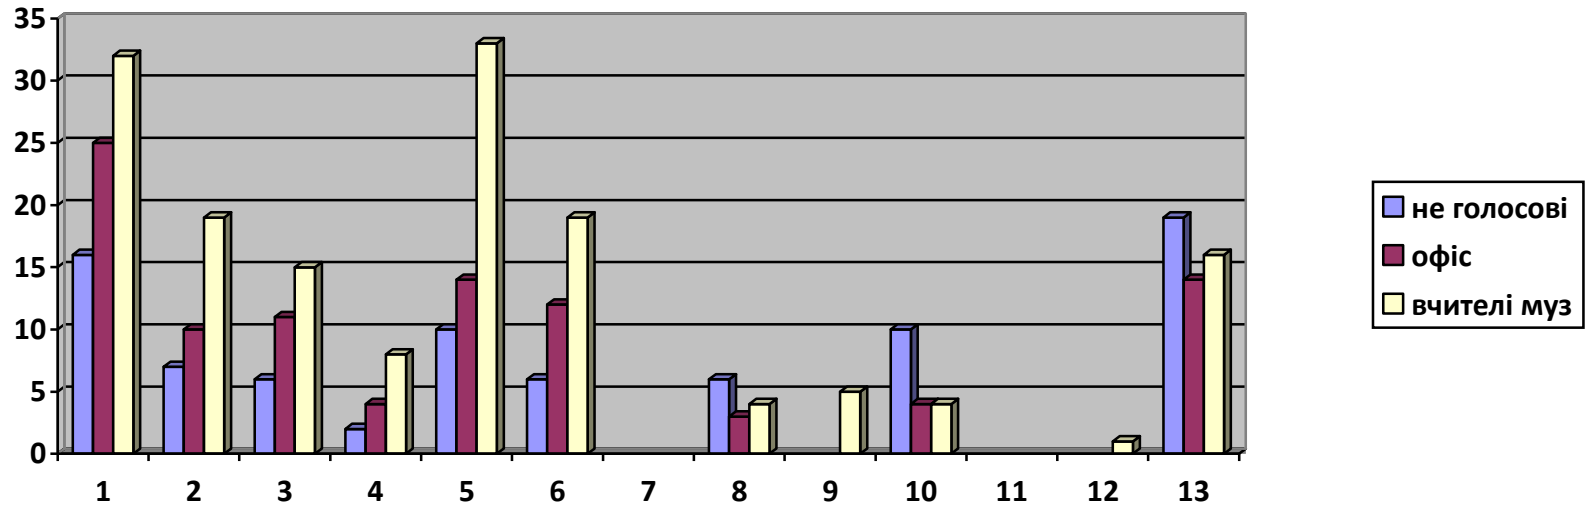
Порівняльний аналіз захворювань спеціалістів не голосових (1) та голосових професій (2 – офіс-менеджери, 3 – вчителі музичних дисциплін)
